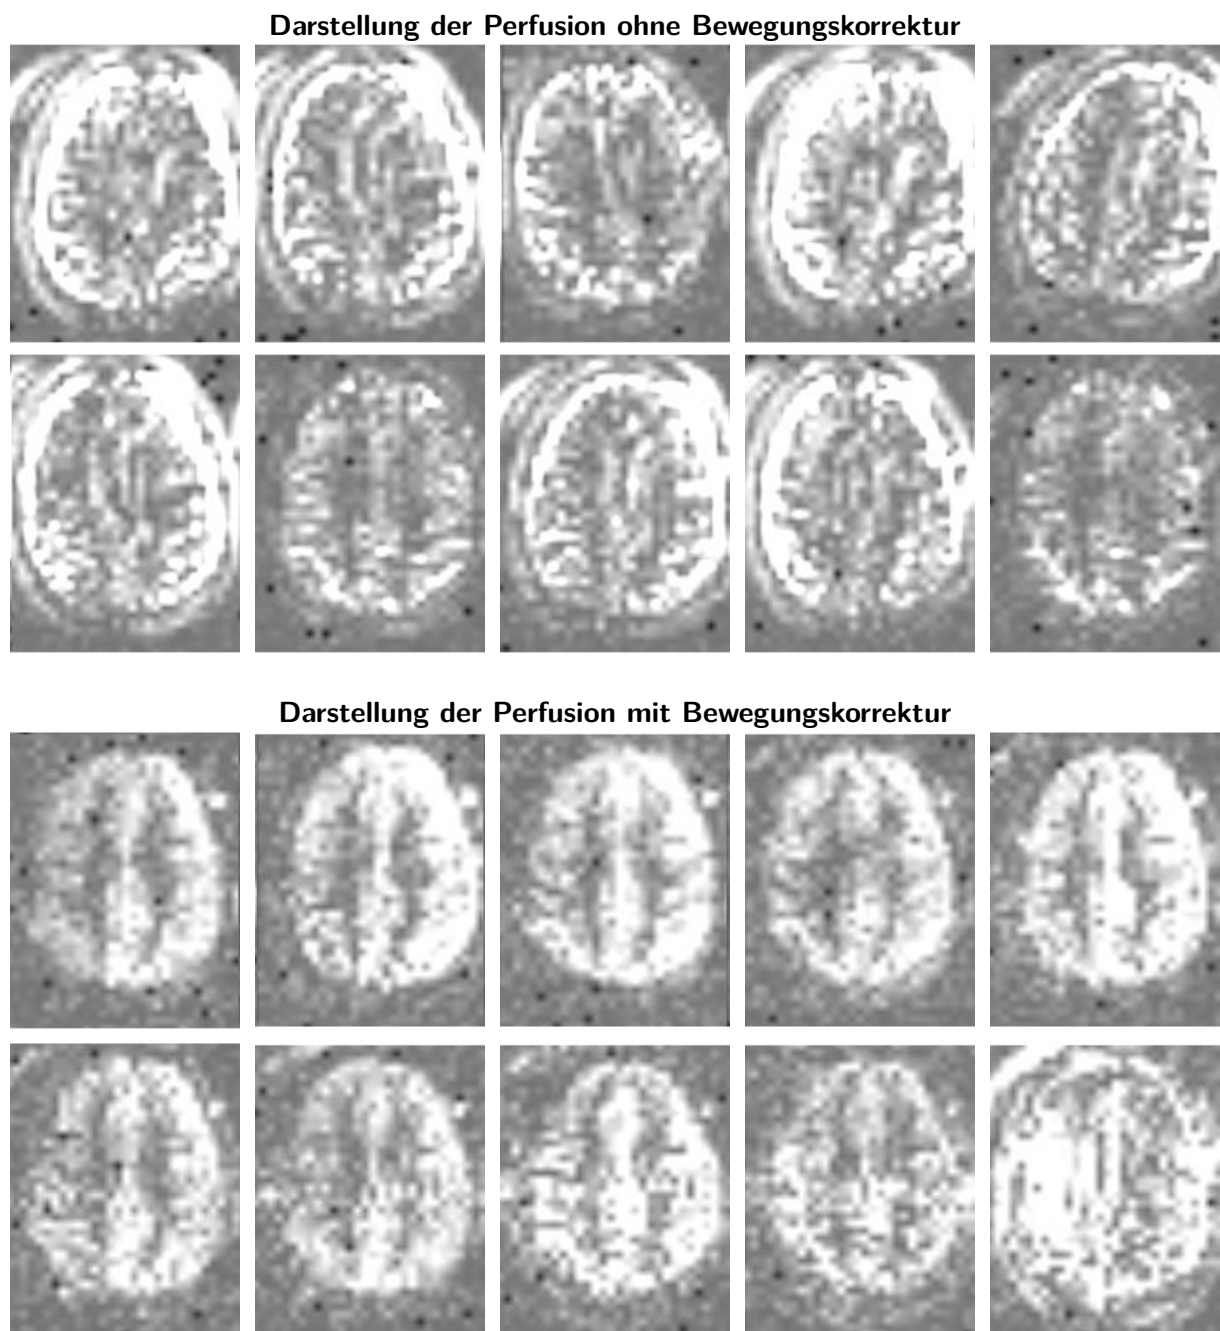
Zu den MRT-Aufnahmen aus Abbildung 3.64 sind hier die zugehörigen perfusionsgewichteten Bilder (jeweils nur eine Schicht) dargestellt. Man erkennt, dass die Kopfbewegung das Perfusionssignal signifikant stört und unbrauchbar macht. Die Bewegungskorrektur stellt es wieder her.
